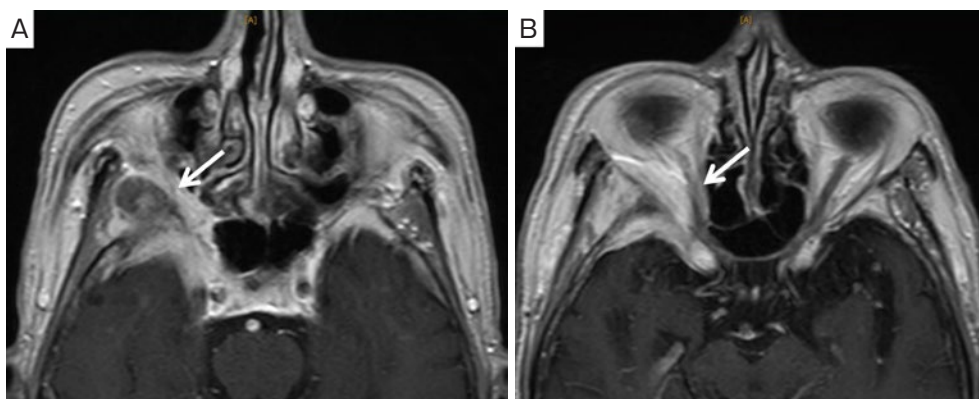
頭部造影 MRI。(A) 右蝶形骨大翼を中心とする浸潤性腫瘍性病変を認め (矢印), 眼窩内部を圧排, 眼窩尖部の狭小化を認めた。(B) 浸潤性腫瘍性病変によって視神経は圧排 (矢印) されていた。
